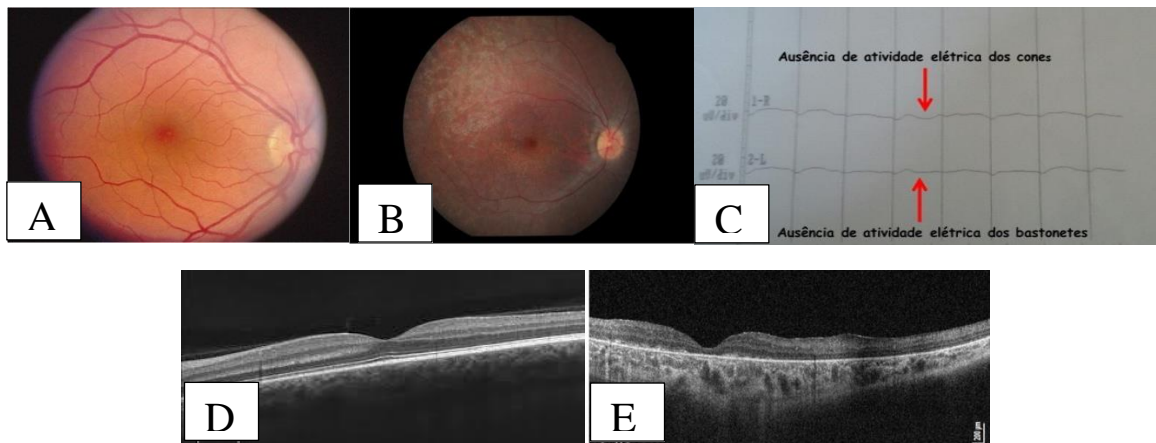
2A retina normal. 2B retina da paciente B.M.S. evidenciando distúrbio pigmentar em aspecto de metal batido e manchas esbranquiçadas em região macular. 2C eletrorretinograma da paciente B.M.S. evidenciando ausência de atividade elétrica em cones e bastonetes. 2D tomografia retiniana normal. 2E tomografia retiniana da paciente B.M.S. demonstrando ausência da camada de cones.
